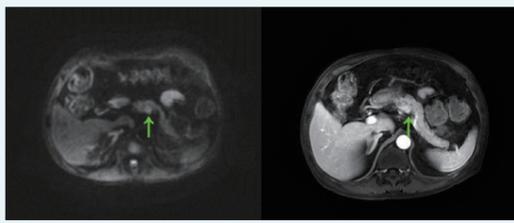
MRI 示胰腺体部后缘可疑高信号灶，增强后信号明显均匀强化 (箭头所示)
